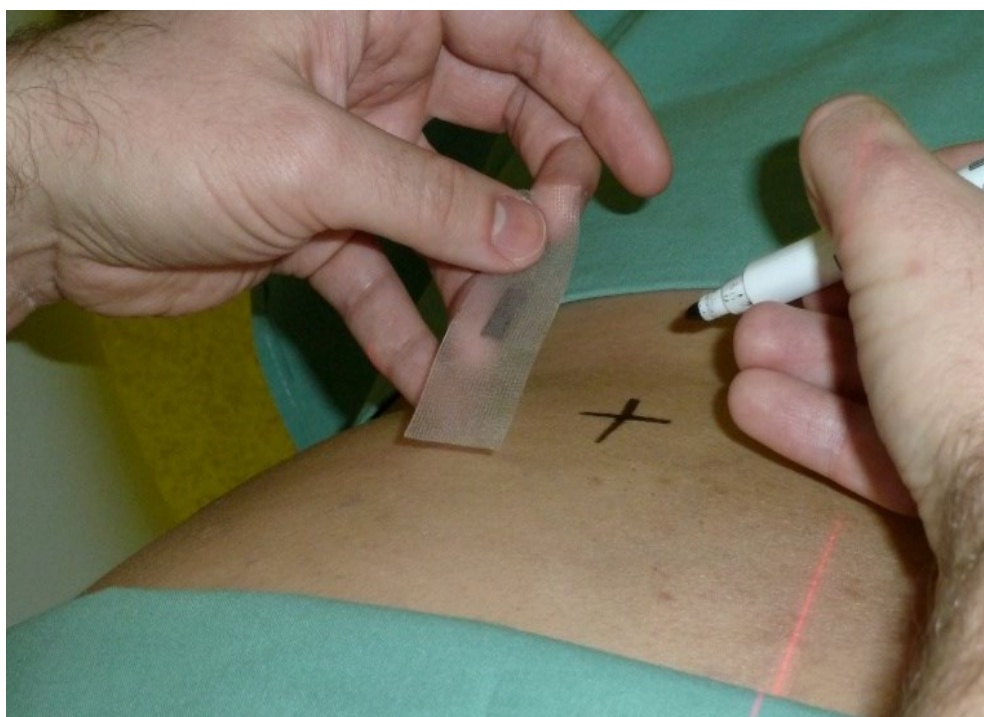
Zachycení průběhu minimálně invazivního výkonu pod CT kontrolou
